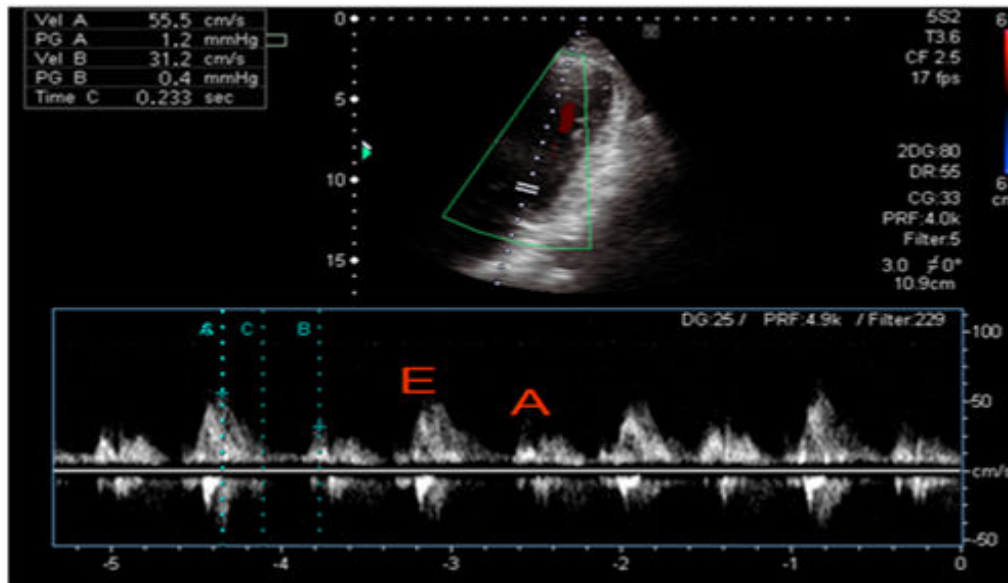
captação do padrão e velocidade de fluxo mitral ao Doppler. Fluxo de enchimento rápido (E), fluxo de contração atrial (A).
